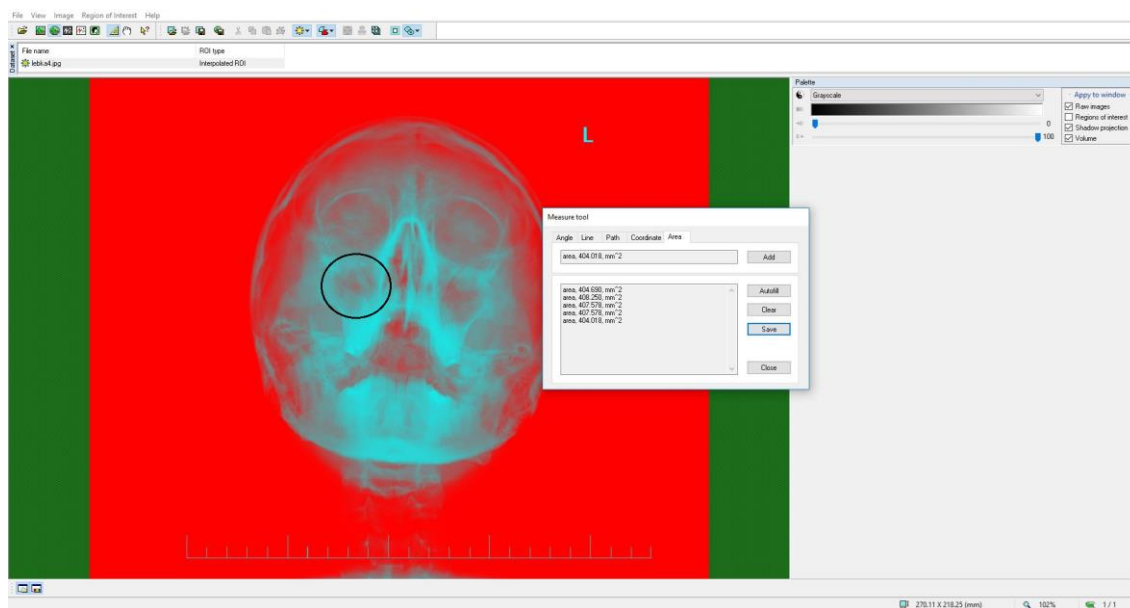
Další RTG snímek dutin
